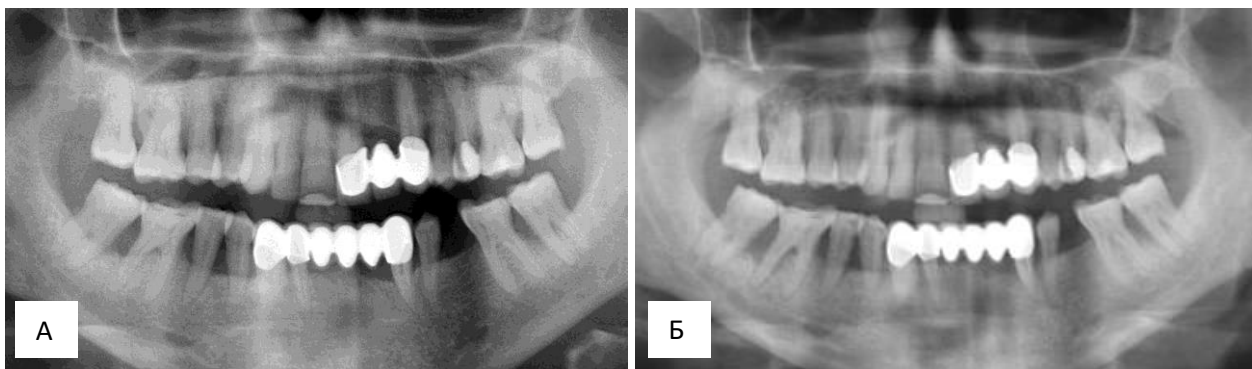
Ортопантомограмма больного И. основной группы пациентов до начала лечения (А) и через 120 суток (Б) после начала лечения
